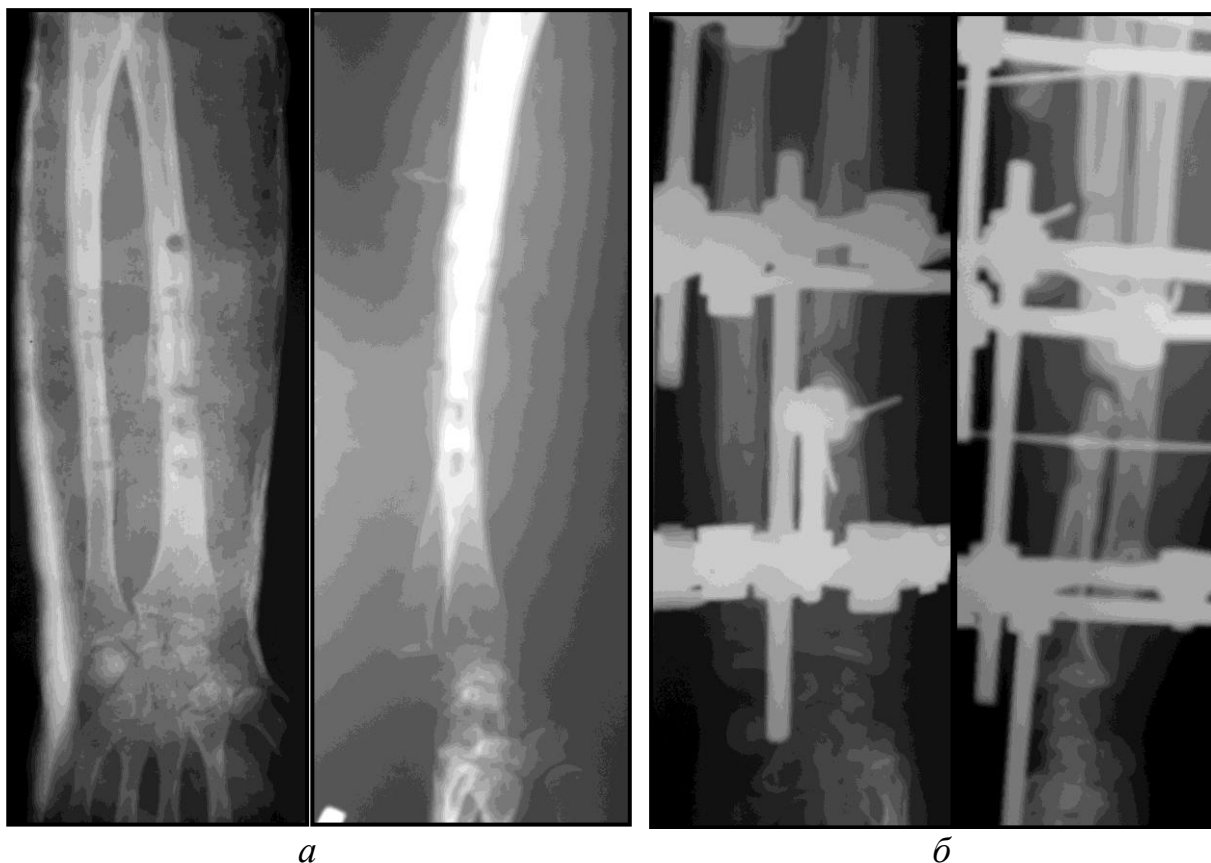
Рентгенограммы костей правого предплечья больной Л., 36 лет, и/б №205.
